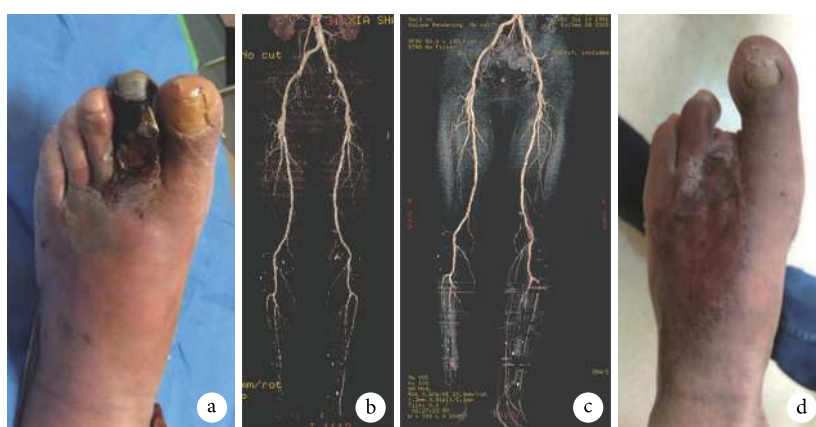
患者, 女, 67 岁, 左侧糖尿病足溃疡 (Wagner 3 期) a. 术前外观; b. 术前 CTA; c. 术后 1 个月 CTA; d. 术后 2 个月溃疡愈合后外观
